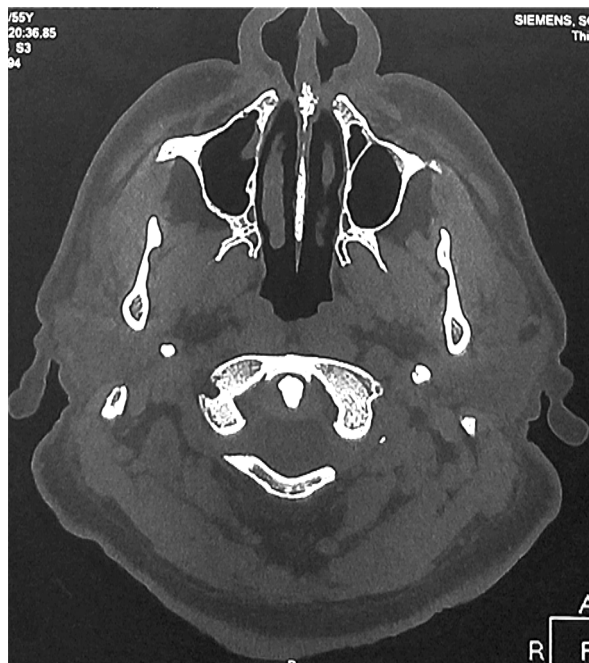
Фрагмент КТ снимка пациента с гипертрофированным шиловидным отростком височной кости по типу оссификации (поперечный срез отростка).
